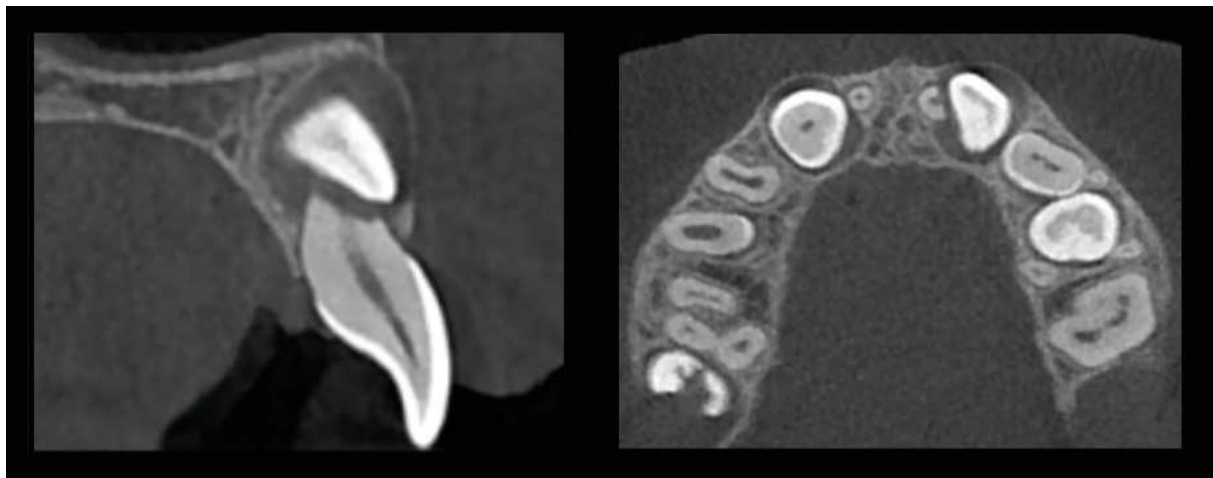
Coupes sagittale et axiale de CBCT montrant une résorption radiculaire sévère de 21 par 23 incluse
